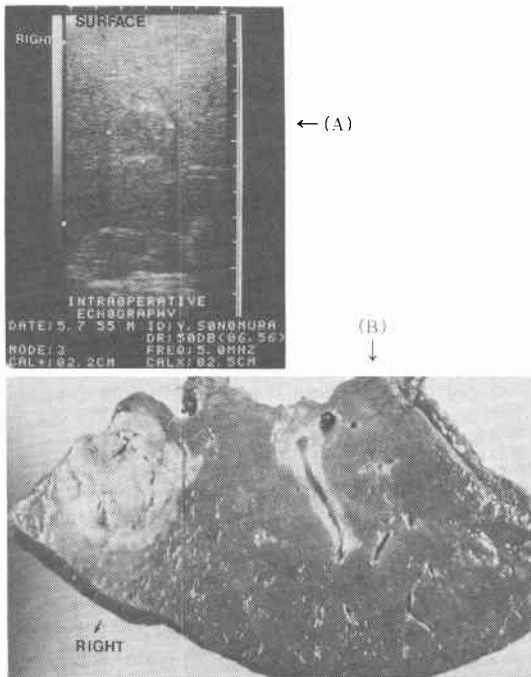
投与後の超音波像と切除標本の剖面所見～低エコーについて～
